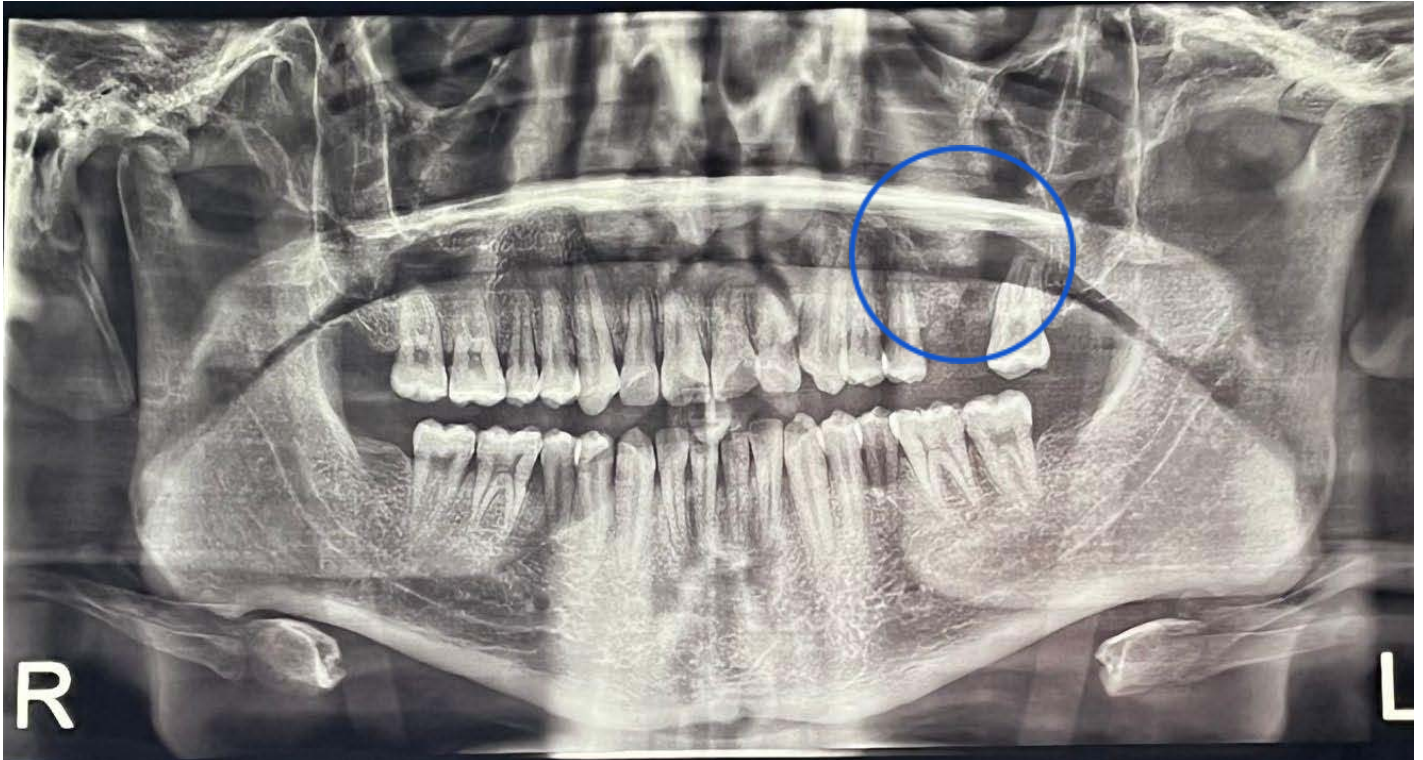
Ortopantomografía, se observa una imagen mixta compatible con el sellado del piso de seno maxilar. Imagen tomada de C.M.F Sergio Soto Góngora.
